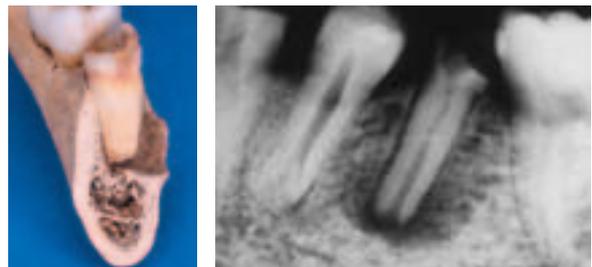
Schnitt durch den Alveolarknochen im Bereich des betroffenen Zahnes. Vorwölbung der Kortikalis im Bereich der Zyste. - Abb. 2d: Röntgendarstellung des betroffenen Zahnes.
